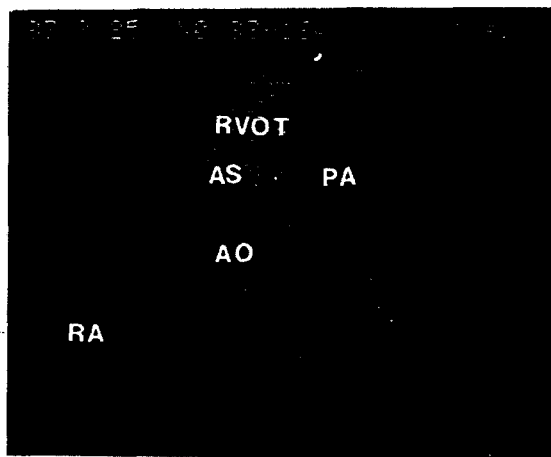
Echocardiogram showing aneurysm of the sinus Valsalva which arise from the right coronary cusp and eroded toward the right ventricular outflow tract.
